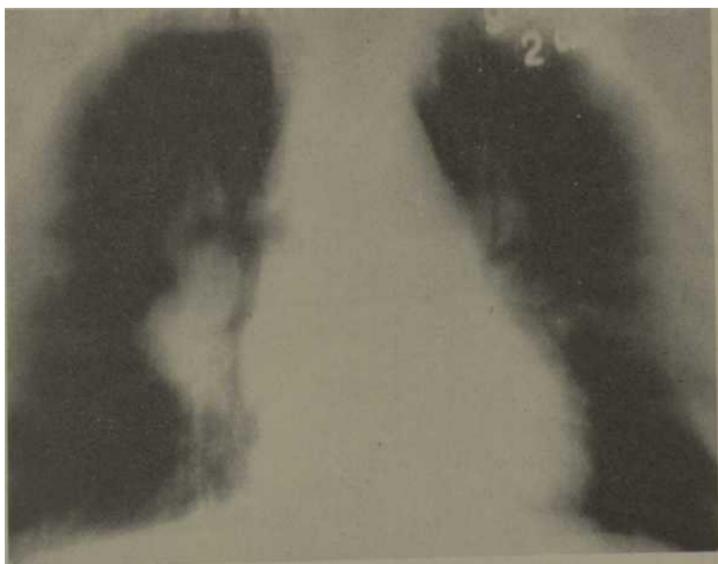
Tomografía del mismo caso donde se observa las gruesas adenopatías del hilio derecho y parcialmente las del izquierdo.
